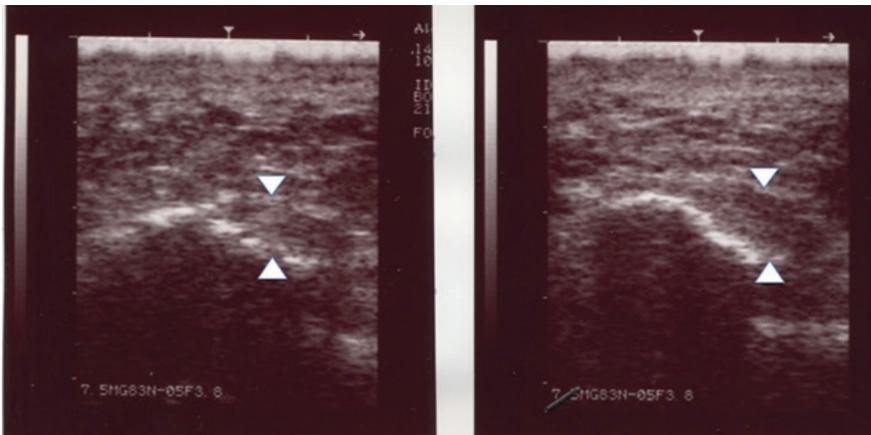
Ecografia caso clinico 1 dopo il trattamento: l'esame ecografico di controllo del calcagno sinistro mostra normalizzazione dell'inserzione calcaneare della fascia plantare. Non si evidenzia sovradistensione delle borse.
